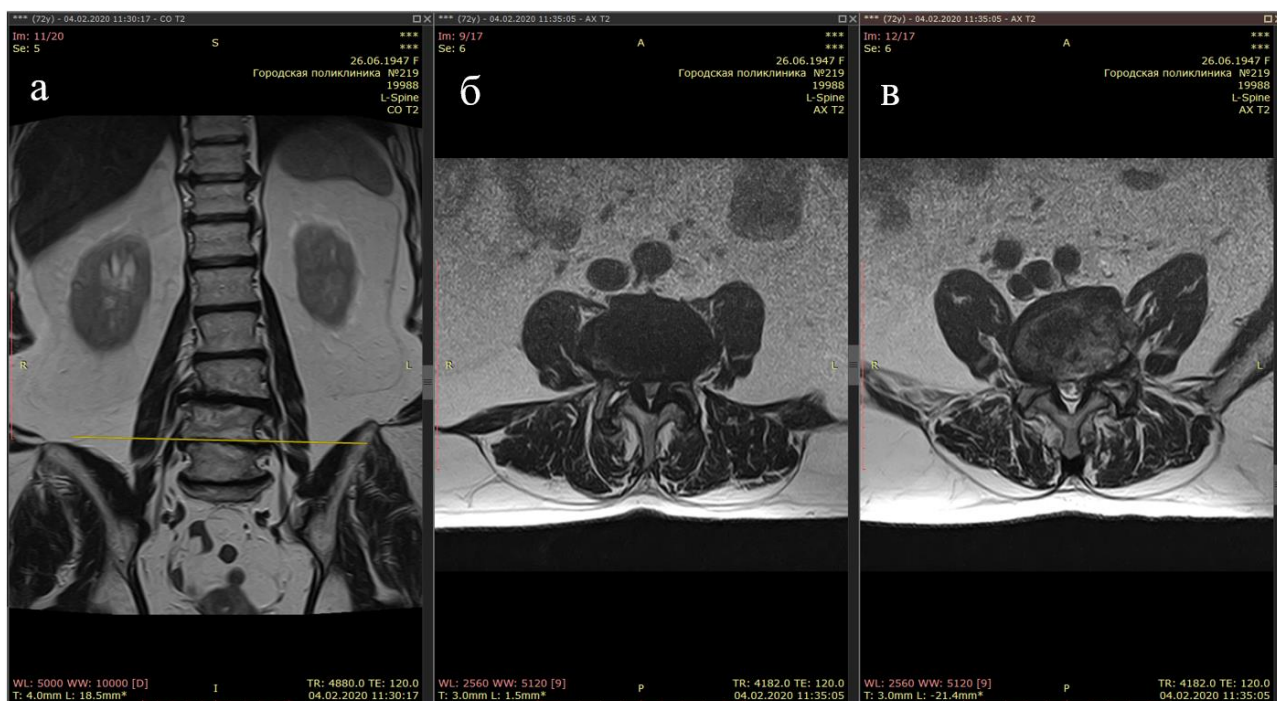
МРТ пояснично-крестцового отдела позвоночника пациентки И., T2-режим (а – коронарный срез, б – аксиальный срез на уровне L3-L4, в – аксиальный срез на уровне L4-L5)
